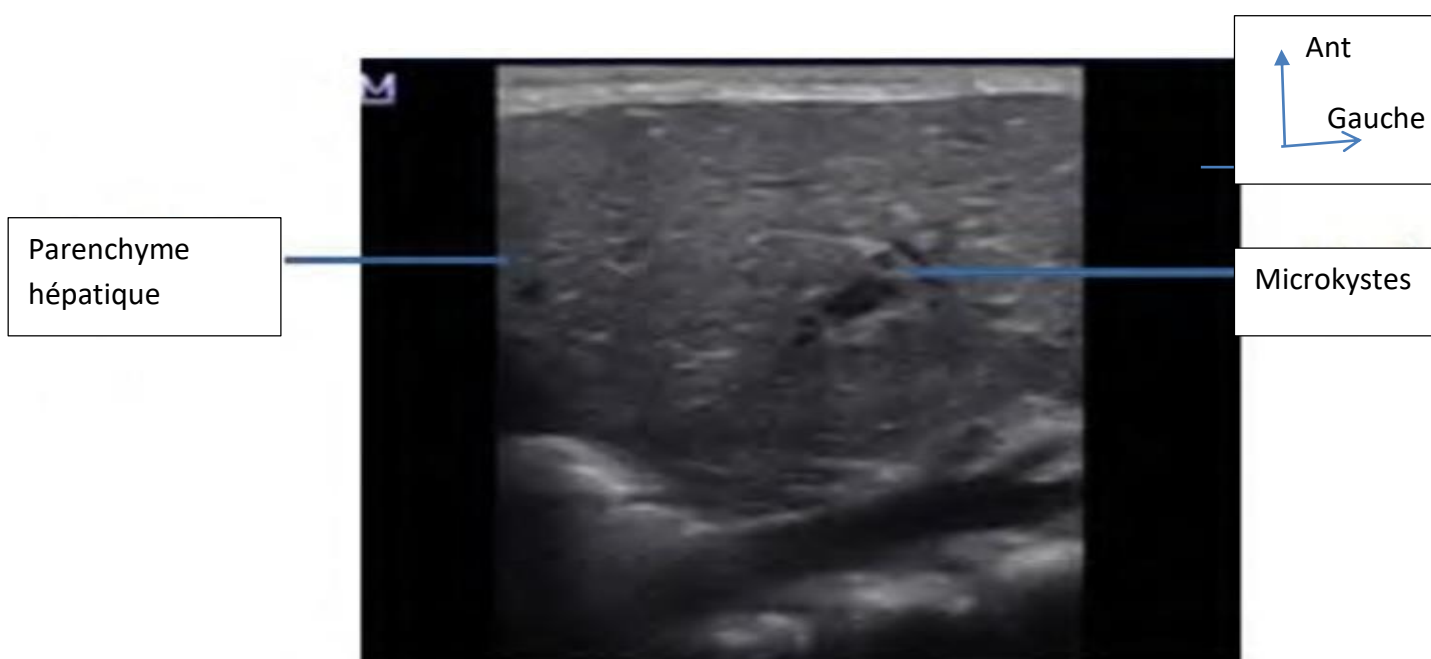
Echographie couplée Doppler hépatique montrant les formations anéchogènes arrondies hépatiques ne révélant pas de caractère circulaire circulant au doppler couleur définissant des microkystes hépatiques.
